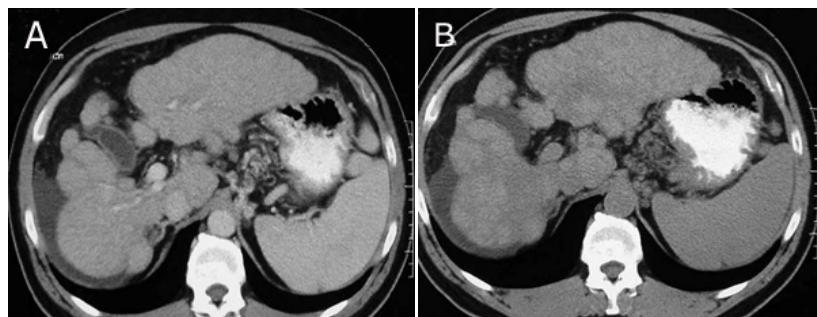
TAC de abdomen con (A) y sin contraste intravenoso. (B) Hígado disminuido de volumen principalmente a expensas del LD. El segmento lateral del LI está hipertrófico al igual que el lóbulo caudado, las fisuras están más pronunciadas. Estos cambios morfológicos son típicos de la cirrosis.
